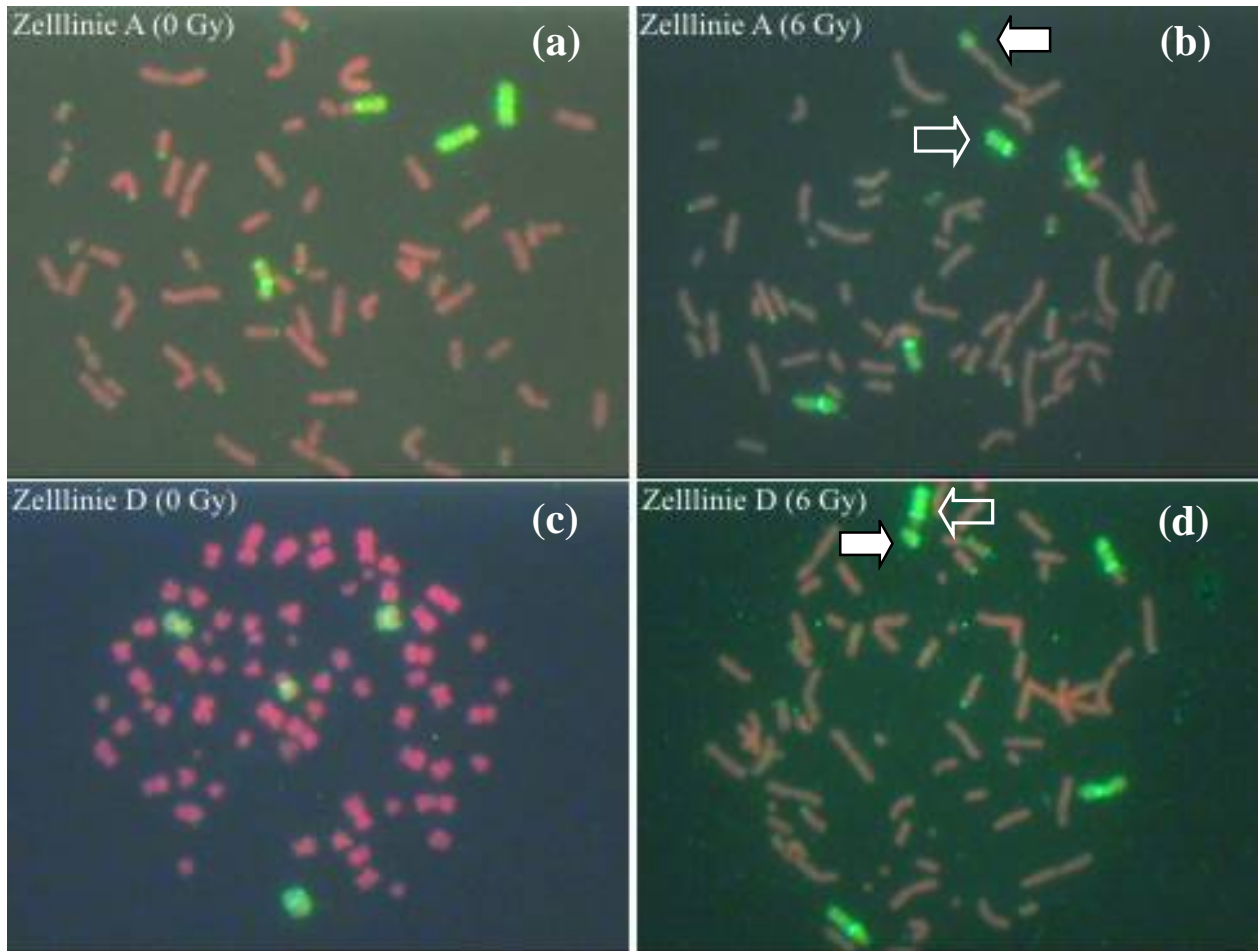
Translokationen nach Röntgenbestrahlung.
